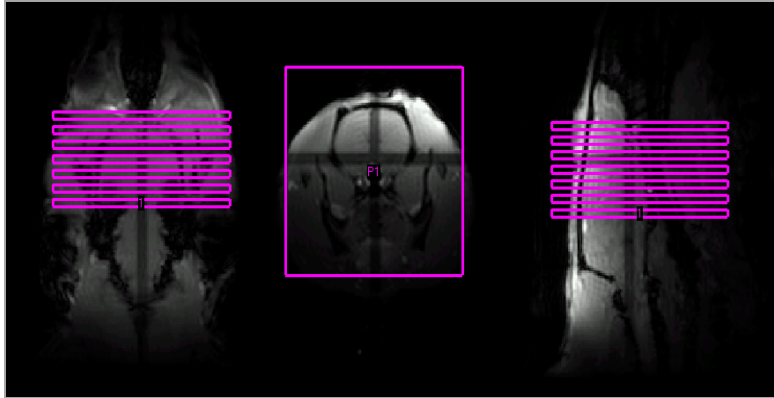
Imagen de la selección de los cortes antes de la adquisición de las imágenes por resonancia.
